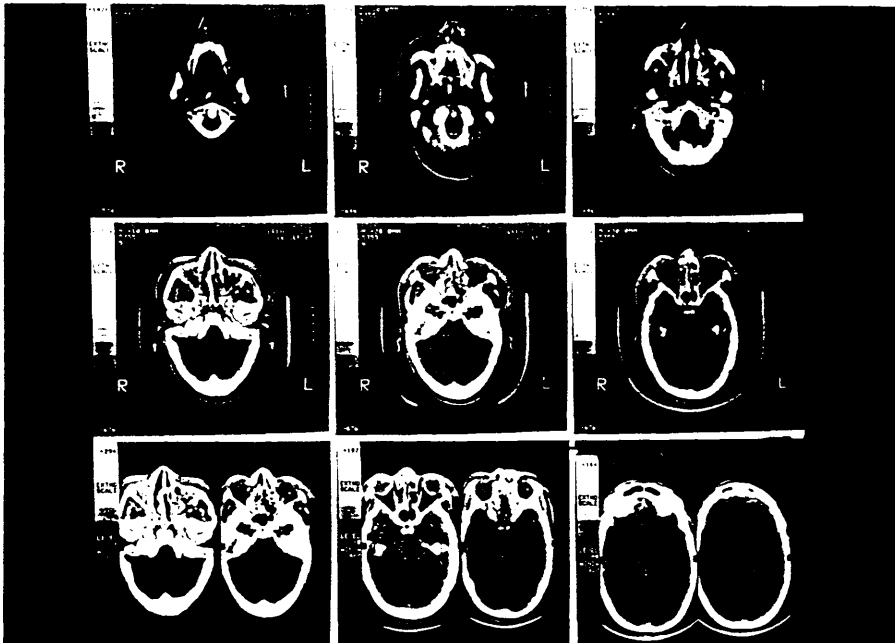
T.C. axial. Ocupación de las celdas etmoidales. Integridad del contenido orbitario y craneal que sólo se valora con esta radiografía. Ocupación de senos maxilares y vías aéreas. Fractura con hundimiento de huesos propios y tabique nasal. Fractura de la pared anterior de ambos senos maxilares; fractura de la pared externa del seno maxilar izquierdo (flechas). Fractura de malar izquierdo con hundimiento y del arco cigomático izquierdo con dos fragmentos (flechas).
